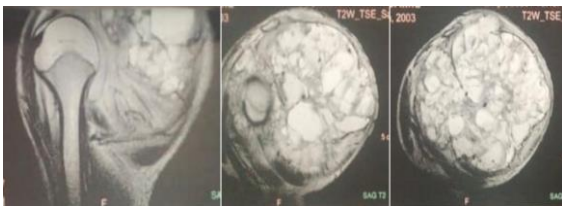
IRM de l'épaule droite avec séquence sagittale T2, objectivant une masse multiloculaire déformant la scapula, avec niveaux fluide-liquide.
